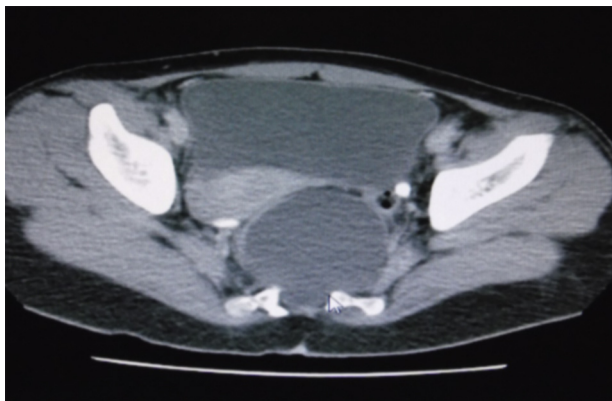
Imagen de resonancia magnética, corte axial, en la cual se observa defecto óseo sacro anterior de donde sale el saco herniario.
